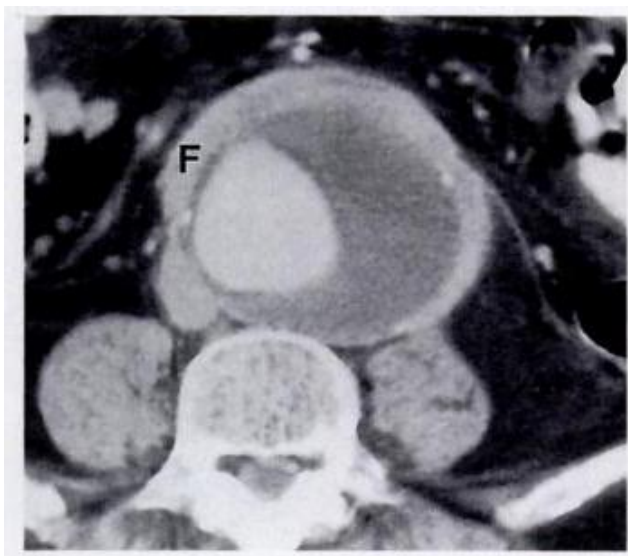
Spiral CT angiography demonstrated the presence of saccular AAA with inflammatory walls.
